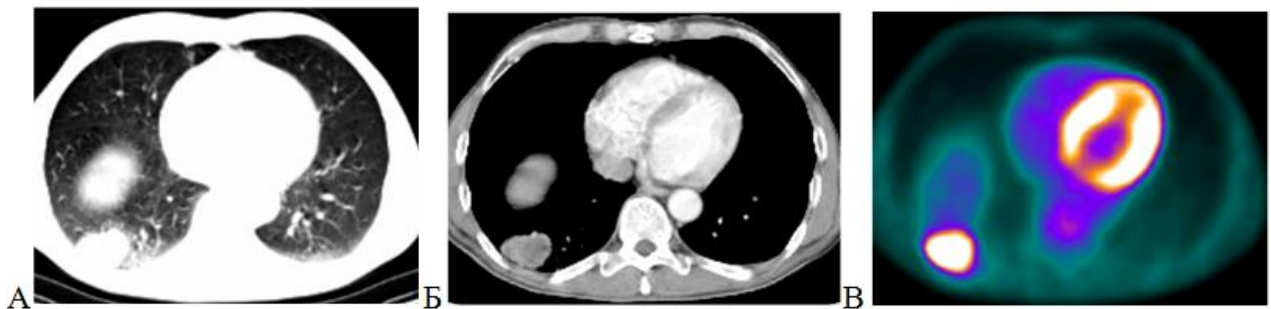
Наблюдение пациента О., 63 лет, И/Б №32873/С2017, с диагнозом обычная интерстициальная пневмония (ИЛФ) в сочетании с новообразованием нижней доли правого легкого (недифференцированный немелкоклеточный рак). А, Б -КТ-томограммы легких в легочном и мягкотканном окне, на фоне дезорганизованной легочной ткани, с кистозной перестройкой выявлено образование с бугристыми и лучистыми контурами, солидной структуры, прилежащее к костальной плевре;
